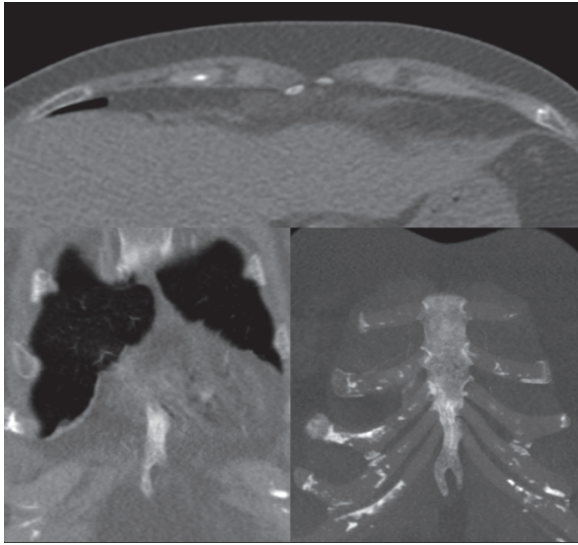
Tomografía de abdomen que evidenció apéndice xifoides bifido.
